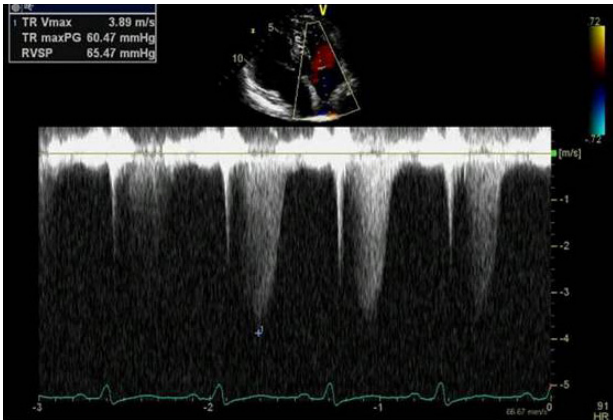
Echocardiography reveals right ventricular dilatation and increased right ventricular systolic pressure.
